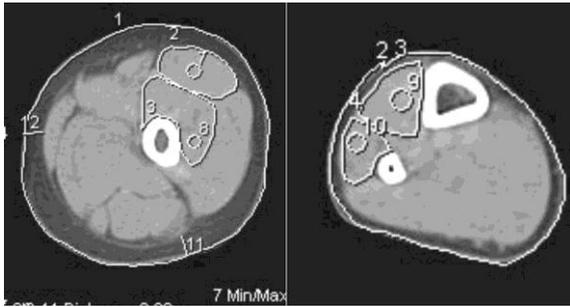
Компьютерные томограммы бедра и голени в средней трети больного ахондроплазией Т., 9 лет, до лечения
